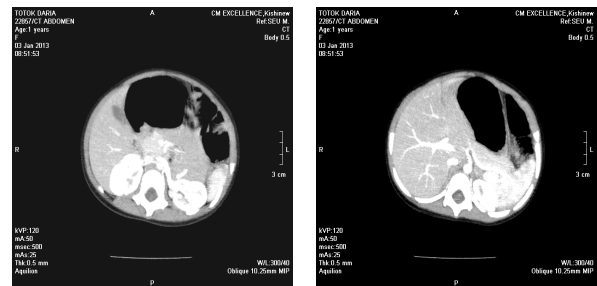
CT – lipsa metastazelor în ficat
